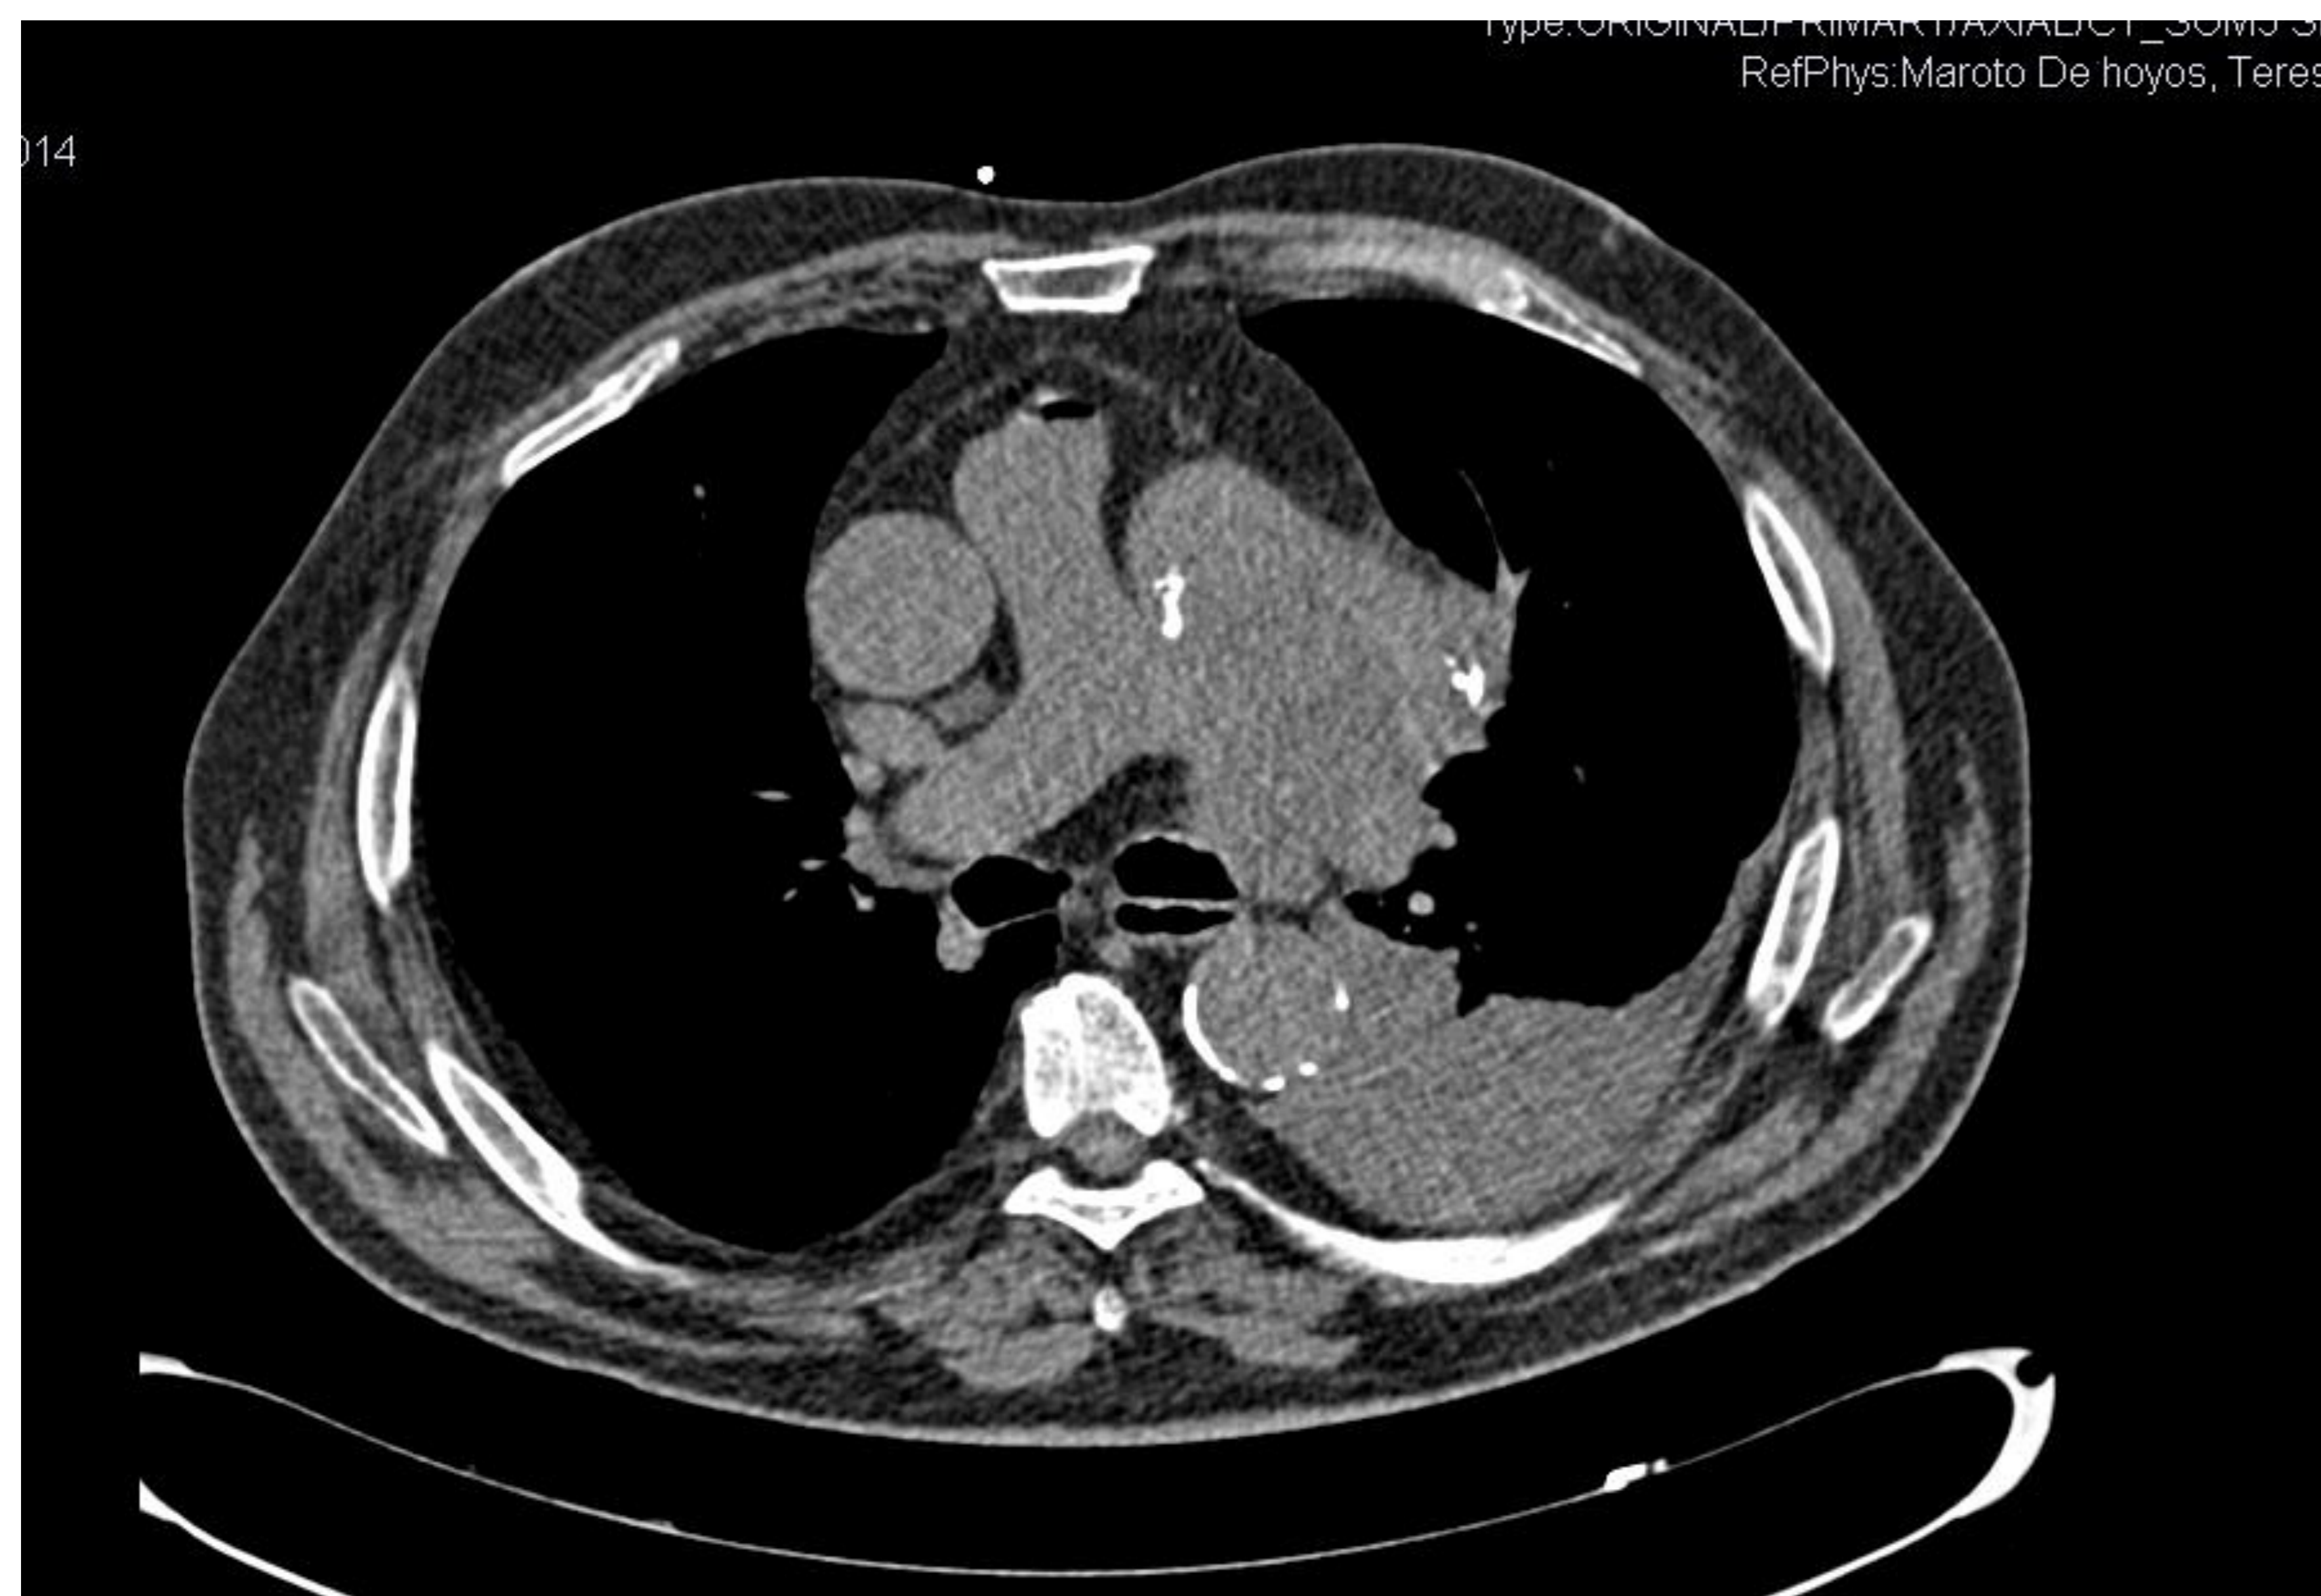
TC basal. Se observa un arco aórtico aumentado de calibre con presencia de desplazamiento medial de las calcificaciones intímales.
